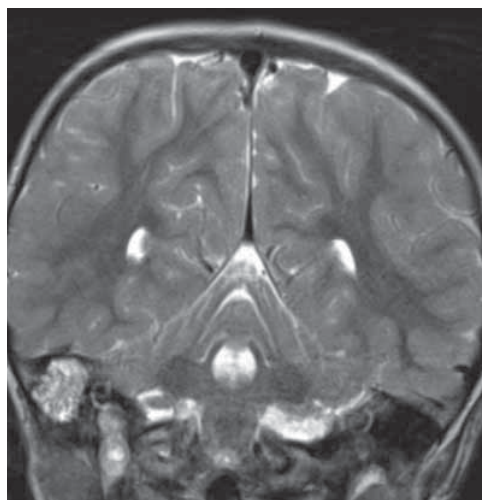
Магнитно-резонансная томография головы пациента 5 лет, коронарная проекция, T2-режим. Выявлен гиперинтенсивный сигнал от опухолевого образования (тот же пациент)
